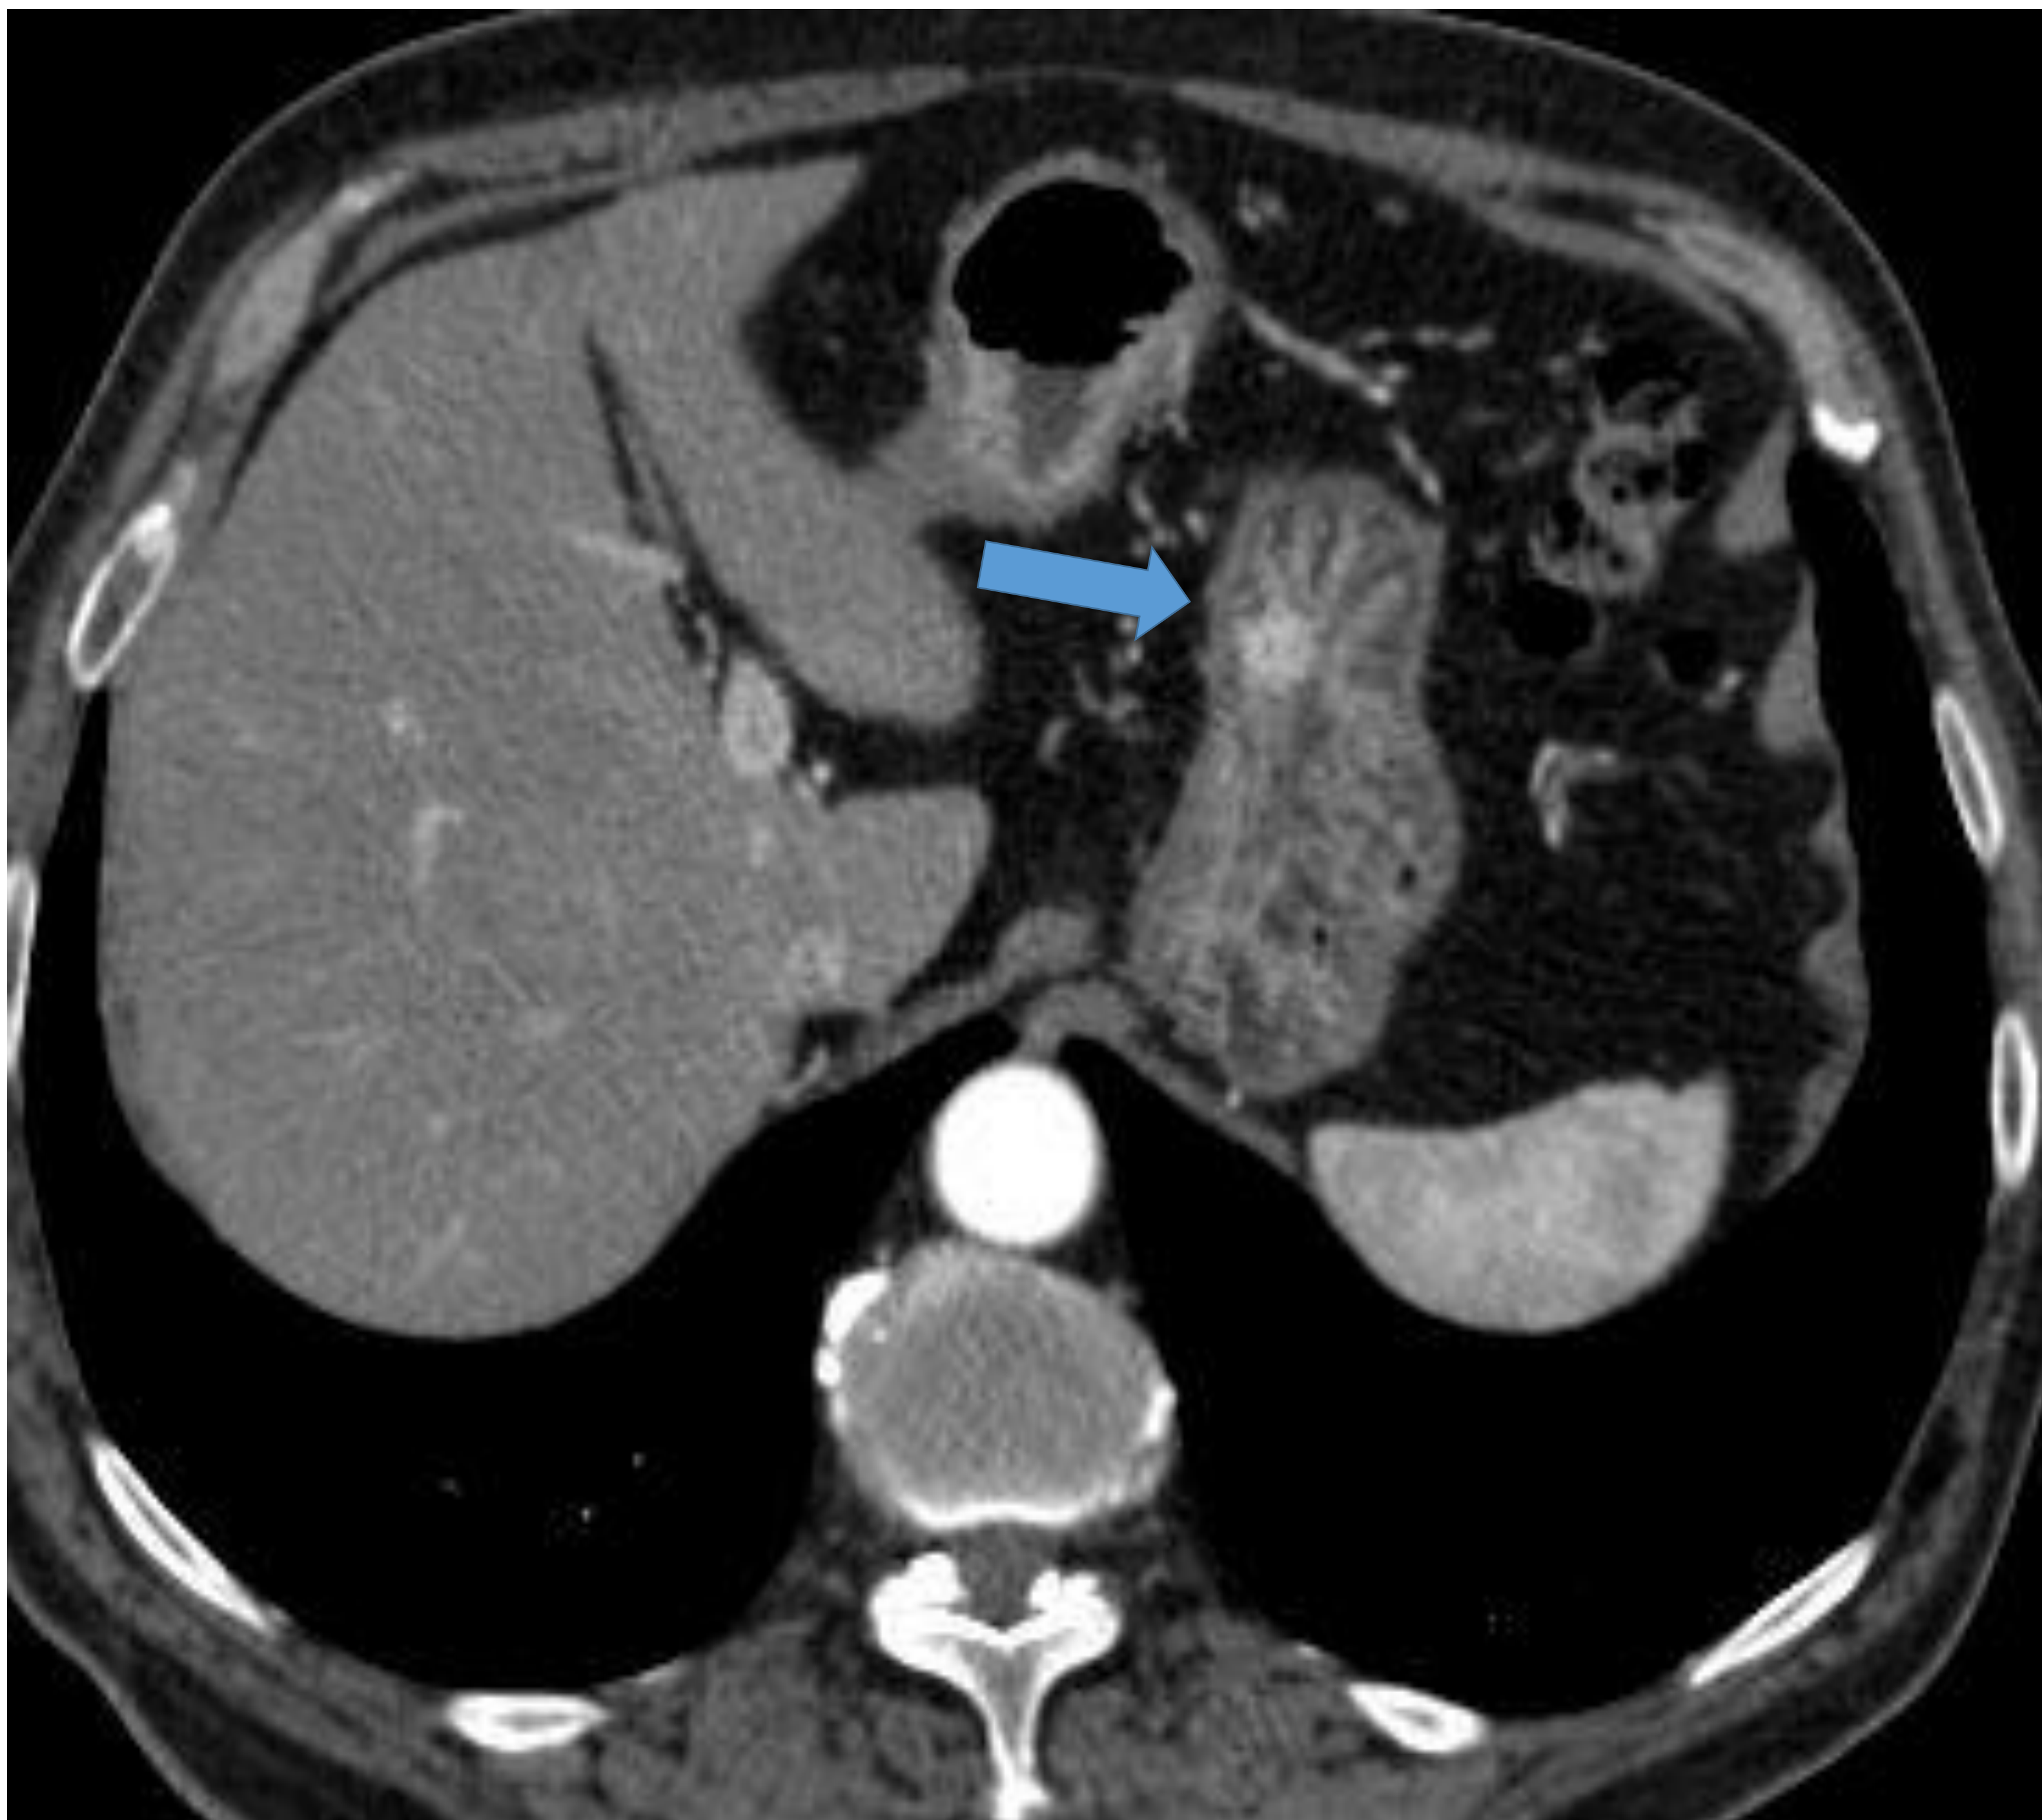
TC arterial y portal: pólipo submucoso de 1.5 cm hipervascular en cuerpo gástrico. A Patológica: TNE G1
